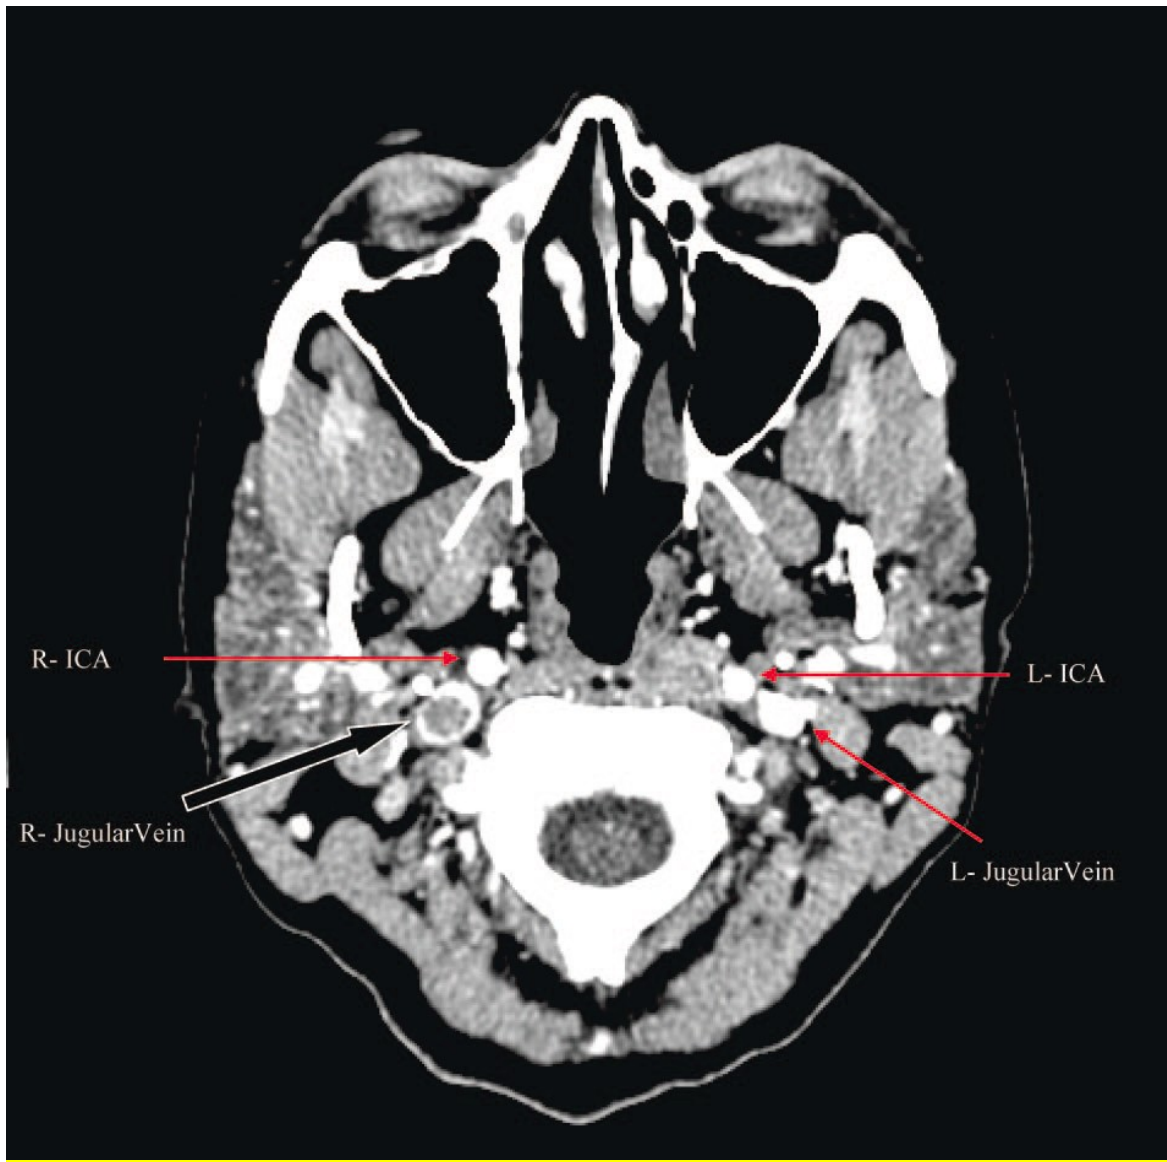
CTA – Im Vergleich zur Kontrastmittelanreicherung kommt es zu einer hypodensen Darstellung des Thrombus in der rechten V. jugularis interna (aus [4]).
